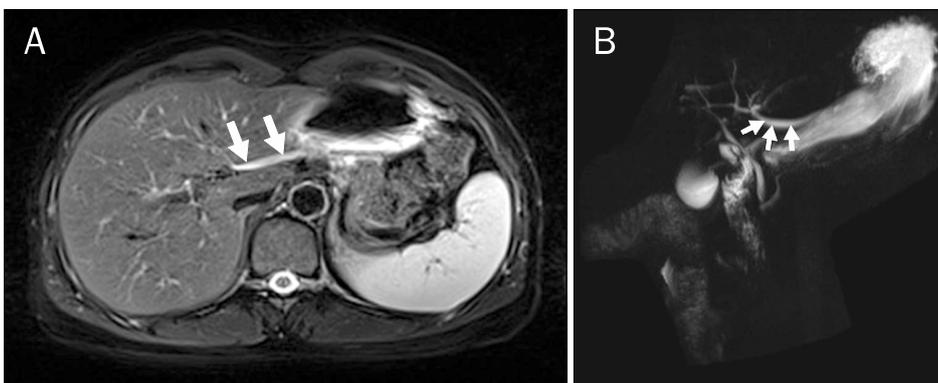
Magnetic resonance images. (A) T2-weighted axial image shows a tubular cystic structure (arrows) connecting hepatic hilum and lesser curvature of the stomach through ligamentum venosum. (B) Magnetic resonance cholangiography shows an accessory bile duct (arrows) originating from left intrahepatic bile duct and draining into gastric antrum.
